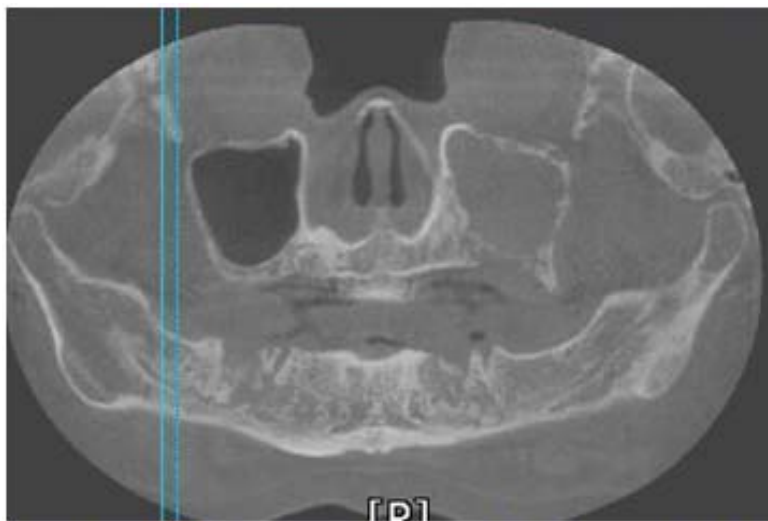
CBCT images of a 76-year-old female with BRONJ. CBCT shows complete haziness in the left maxillary sinus. The patient underwent multiple extraction about 5 month ago.
